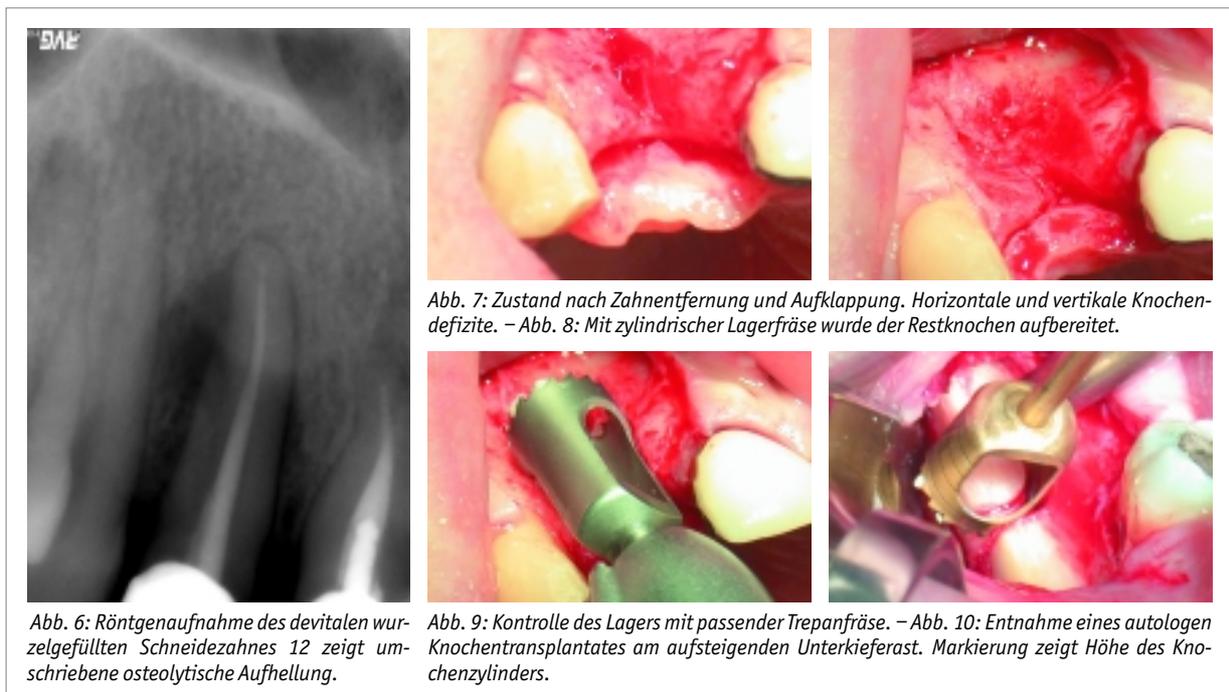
Röntgenaufnahme des devitalen wurzelgefüllten Schneidezahnes 12 zeigt umschriebene osteolytische Aufhellung.
